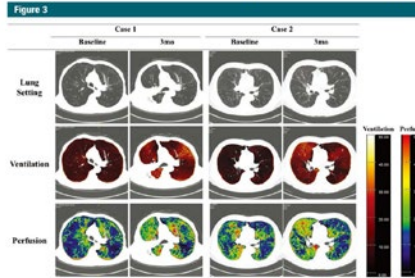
Change in dual-energy CT variables after BLVR in two representative cases. Case 1 was a 75-year-old woman. After BLVR of the right upper lobe, her mean wash-in ventilation per voxel changed from 6.96 HU at baseline to 16.40 HU, while her mean perfusion per voxel changed from 17.81 to 23.63 HU. Her total ventilations also increased from 32.22 to 45.88 HU × L, and her total perfusion showed a slight increase from 82.71 to 90.79 HU × L. The right upper lobe was totally collapsed on the 3-month follow-up CT images (arrow). Case 2 was a 69-year-old man. After BLVR of the right upper lobe, his mean wash-in ventilation per voxel increased from 17.77 HU at baseline to 21.33 HU, while his mean perfusion per voxel changed from 19.55 to 21.54 HU. In the ventilation image, the intensity of the red color indicates the degree of ventilation per voxel. In the perfusion image, the level of perfusion per voxel is graded from dark blue (low) to red (high). A totally collapsed right upper lobe was not seen in the 3-month follow-up CT images.
